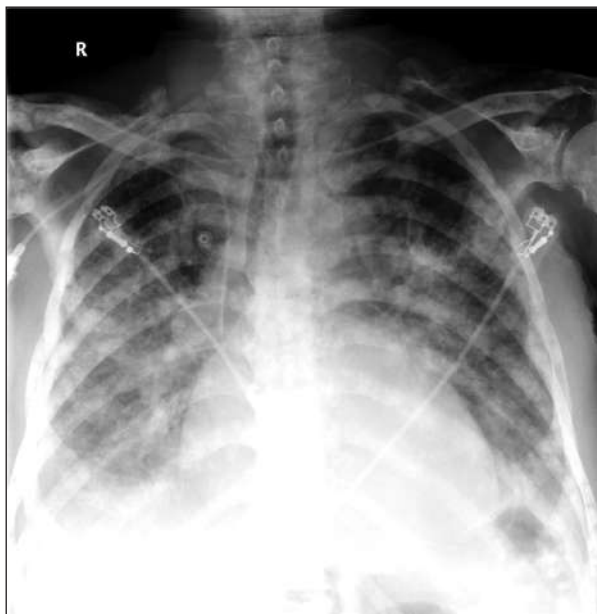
Radiografie toraco-cardio-pleuro-mediastinală postero-anterioară.
